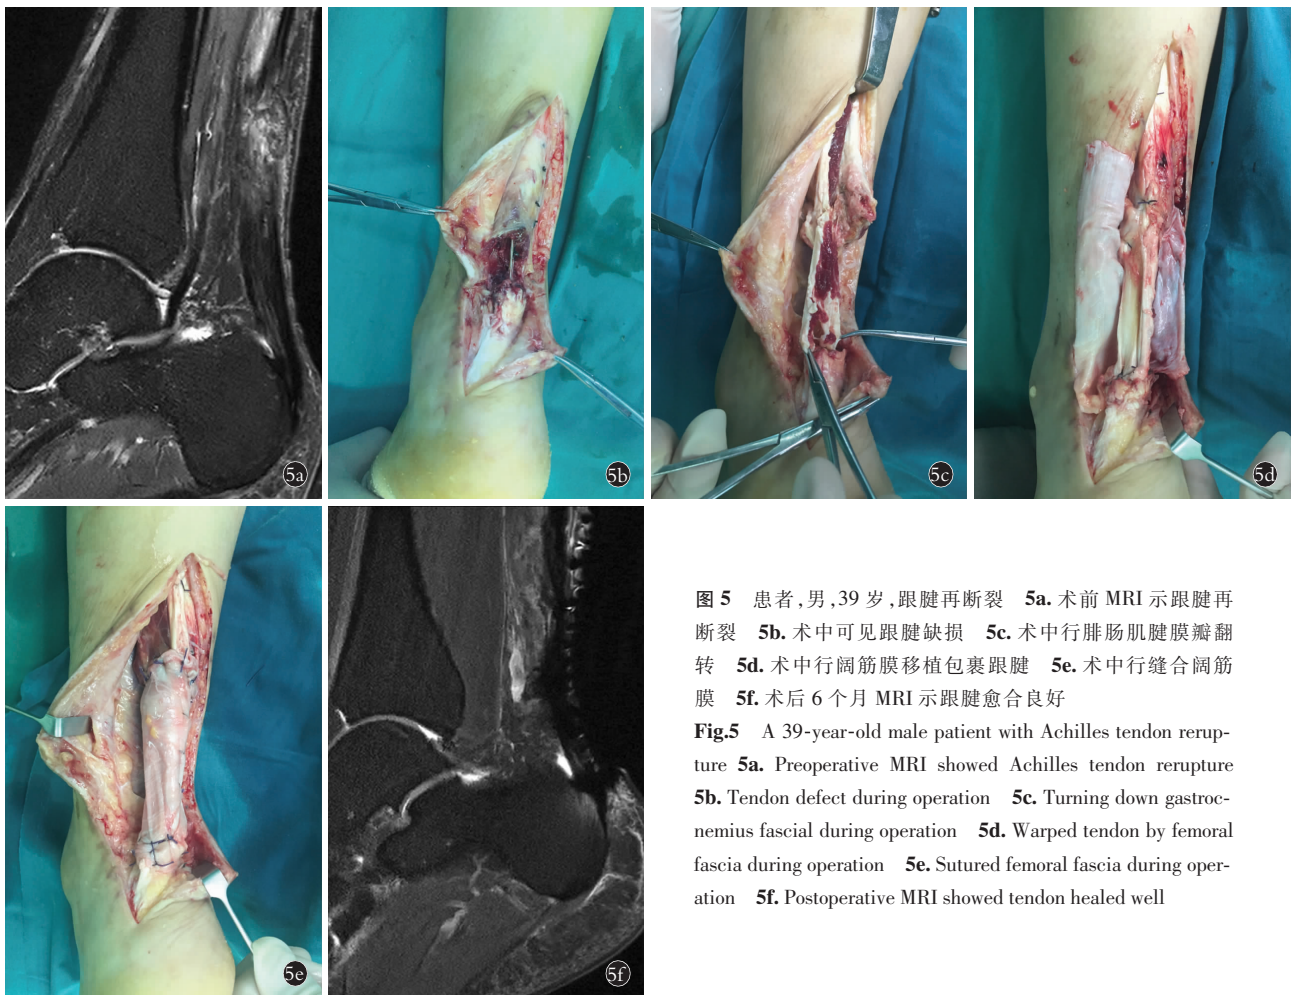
患者, 男, 39 岁, 跟腱再断裂 5a. 术前 MRI 示跟腱再断裂 5b. 术中可见跟腱缺损 5c. 术中行腓肠肌腱膜瓣翻转 5d. 术中行阔筋膜移植包裹跟腱 5e. 术中行缝合阔筋膜 5f. 术后 6 个月 MRI 示跟腱愈合良好
